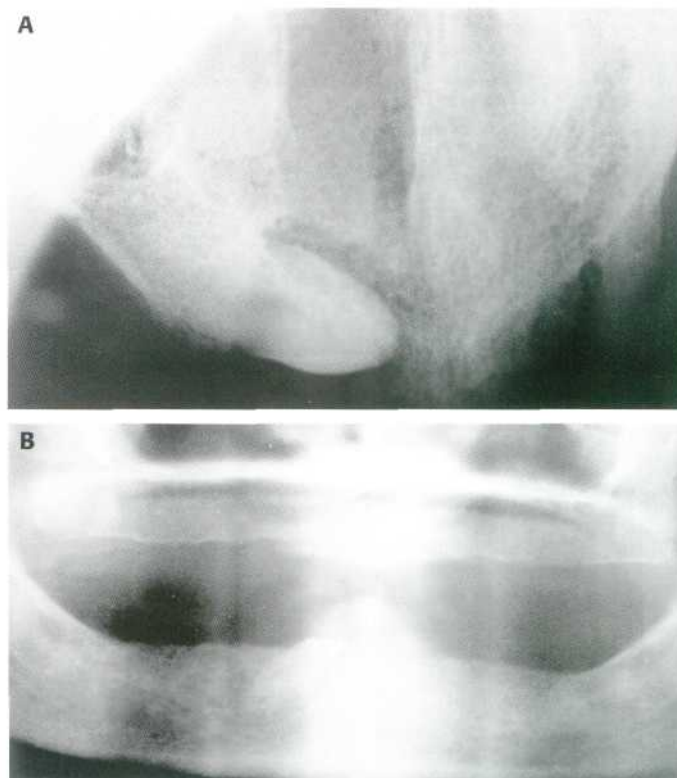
Complicaciones infecciosas de los caninos incluidos en pacientes edéntulos totales: Decúbito y erosión de la mucosa. (A) Radiografía oclusal de un 1.3 incluido. (B) 4.3 incluido que está lesionando la mucosa bucal (detalle de la ortopantomografía).
